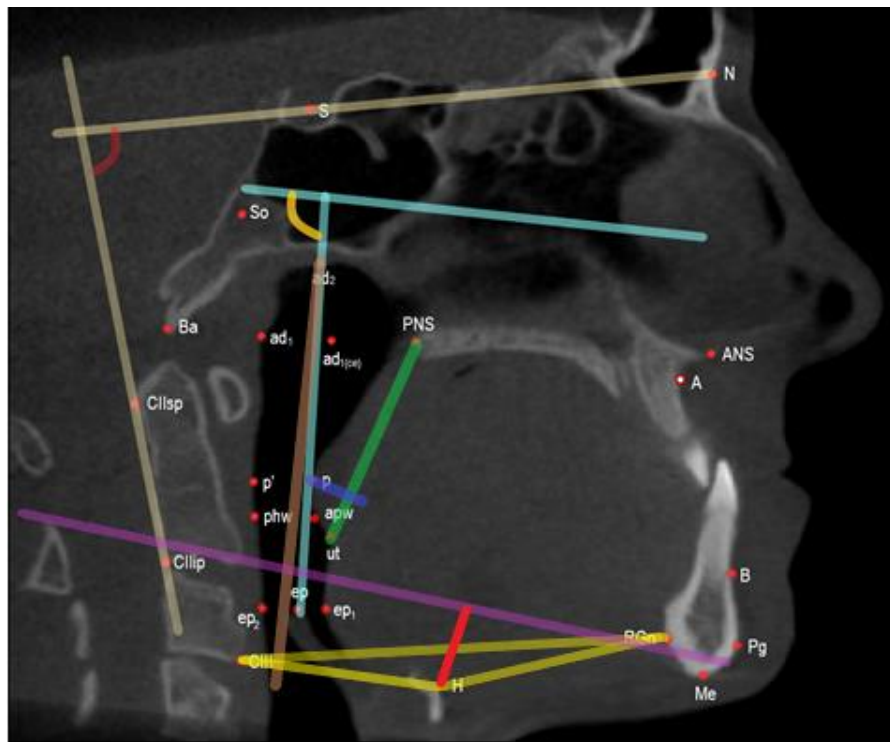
фрагмент КЛК-томограммы; срединно-сагиттальный срез. — наклон ВДП; — краниоцервикальный угол; — длина ВДП; — толщина мягкого нёба; — длина мягкого нёба; — подъязычный треугольник; — плоскость Go-Gn, — НМР.
